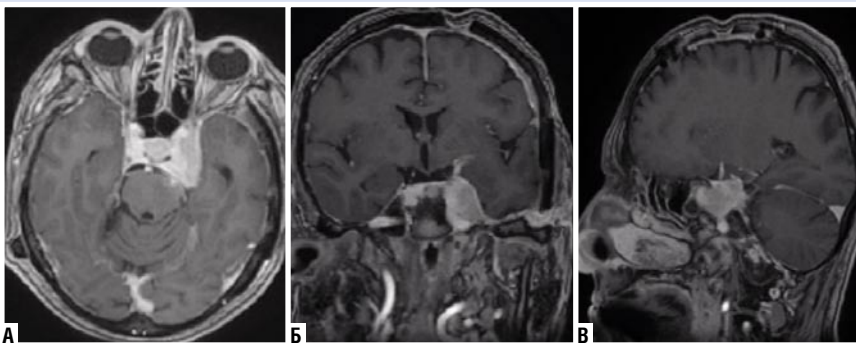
МРТ. T1-взвешенные изображения с контрастным усилением в аксиальной (А); фронтальной (Б); сагиттальной проекциях (В): состояние в процессе лучевой терапии (6 месяцев после операции).
